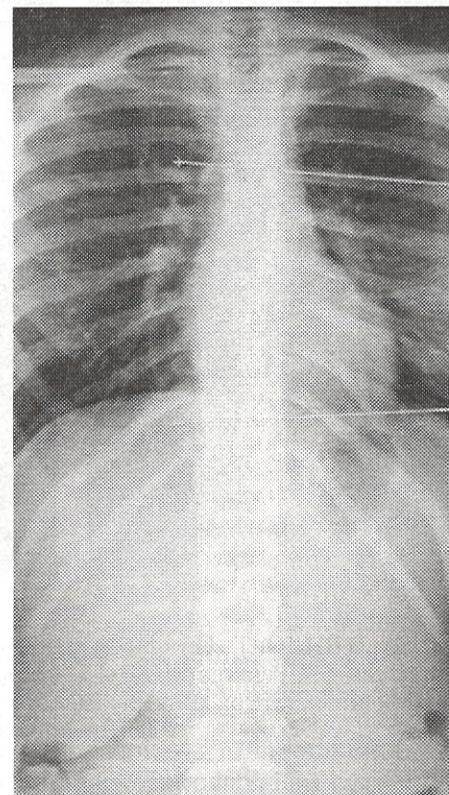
В ВЦДОиТ «Огонек» девочка поступила в возрасте 10 лет (рентгенограмма *а*). Рентгенограмма *б* — возраст 14 лет, результат после четырех полноценных курсов консервативного лечения. Наблюдение и плановое лечение продолжено
